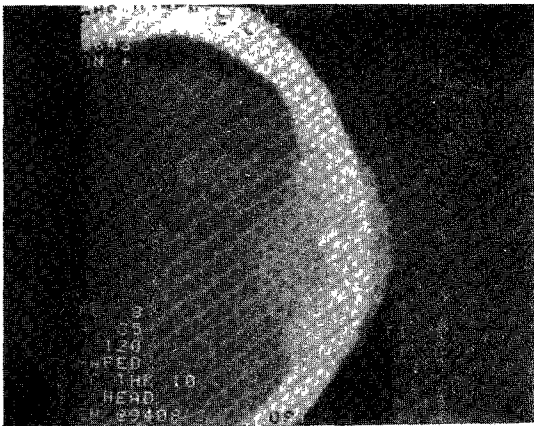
Brain computed tomogram shows enhanced soft tissue mass with expansion of inner and outer table of left parietal bone after contrast enhancement.
